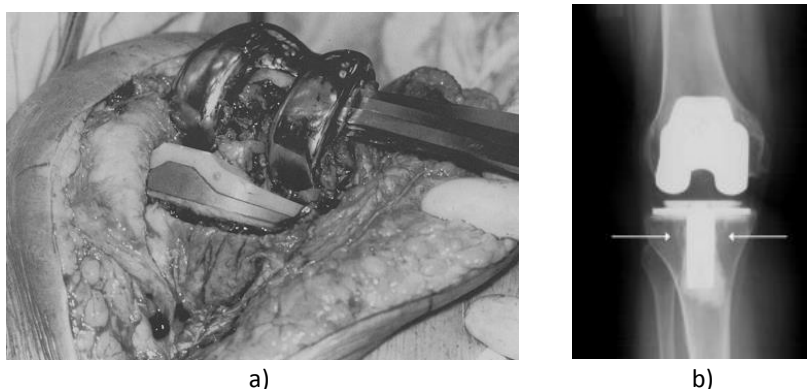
Fotografia de uma revisão da ATJ que mostra a remoção do componente femoral. b) Radiografia antero-posterior de uma ATJ falhada devido a extensa osteólise tibial proximal (setas) [36, 37].
